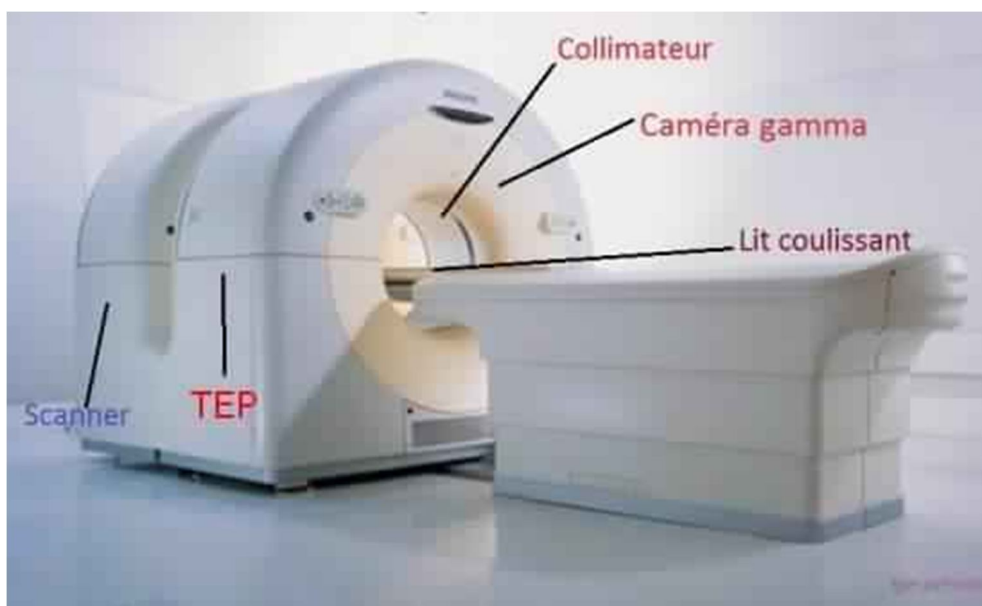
image montrant les différents composants d'un appareil de TEP TDM [114].
